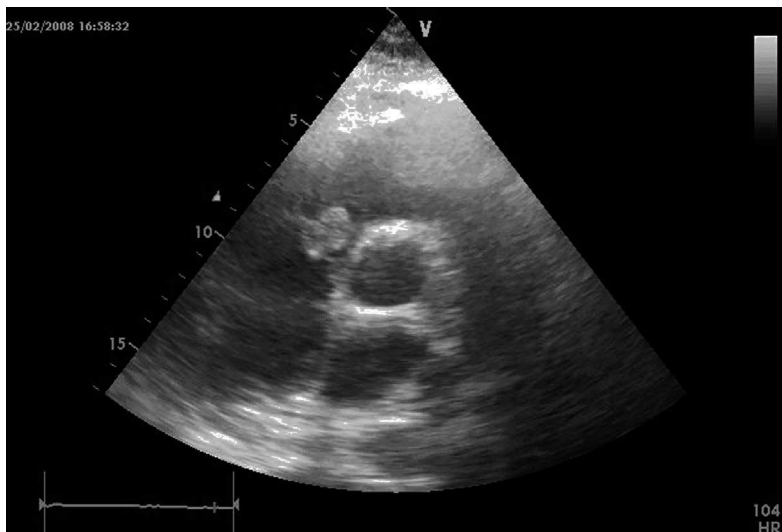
Ecocardiograma transtóraco – Neoformação hiperecogénica, pouco móvel, junto ao folheto posterior da válvula tricúspide
